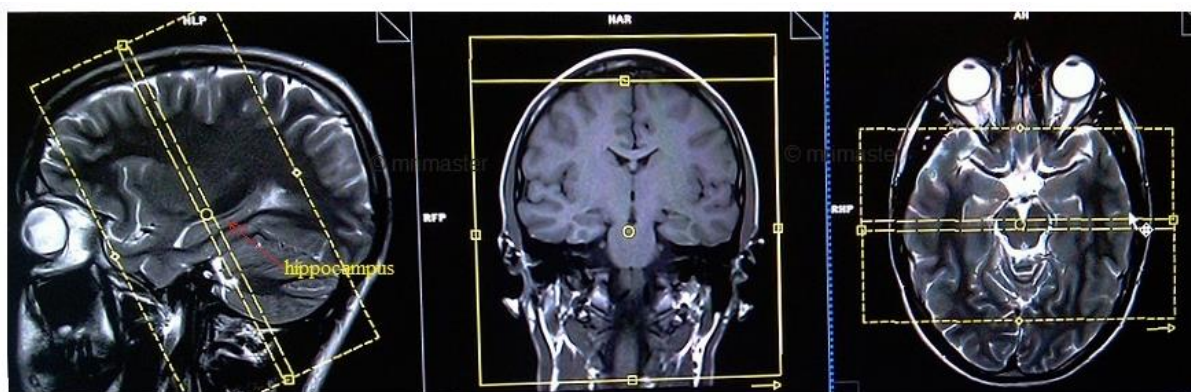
Planejamento da sequência coronal dedicada ao estudo do hipocampo. Fonte: MRI Master.
